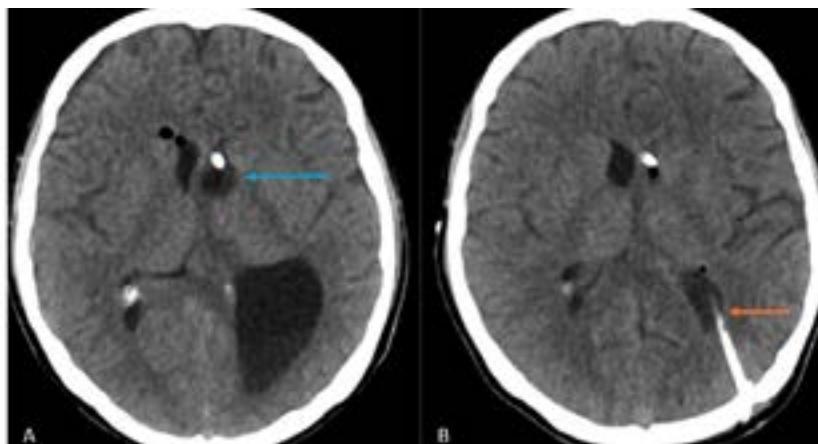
Tomografía de cráneo simple posoperatoria (corte axial). A) atrapamiento del asta temporal del ventrículo lateral izquierdo (flecha); B) catéter del drenaje ventricular externo en el asta temporal del ventrículo lateral izquierdo (flecha).
